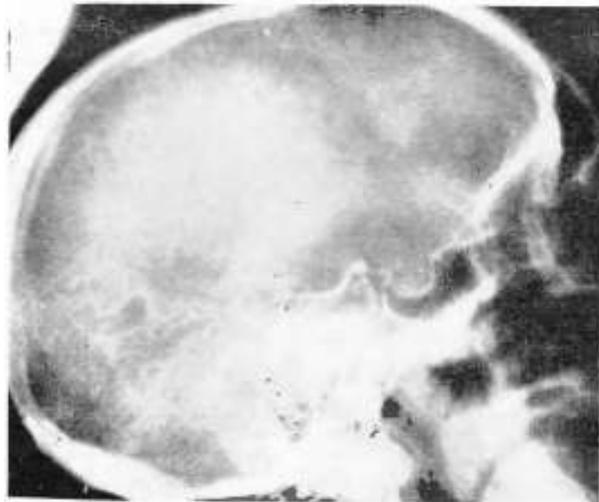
Angiografía cerebral. Punción de la vertebral para estudio de la arteria posterior. Radiografía lateral.
